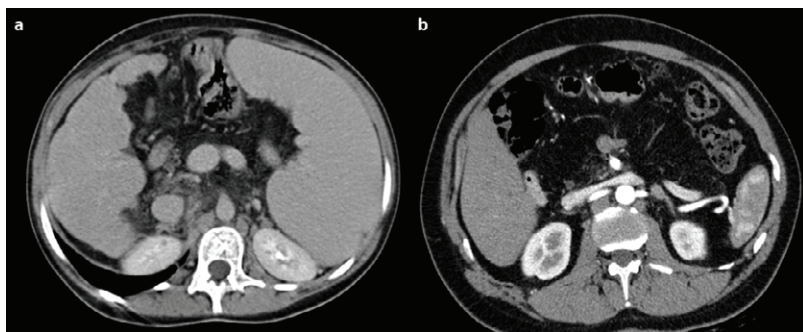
Два пацієнти з муковісцидозом (а) та синдромом Швахмана — Даймонда (b) з дифузною ЖДПЗ, зображення КТ
